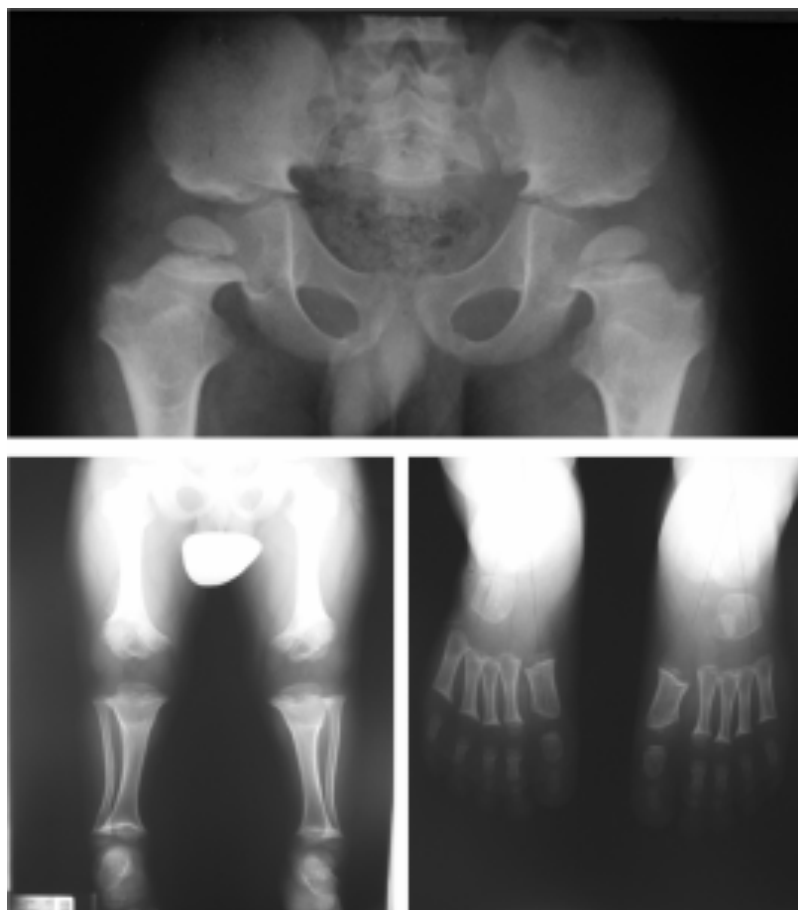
Fenotipo Radiológico de la Acondroplasia (Mutación FGFR3). Radiografías de pelvis, extremidades inferiores y pies que muestran las características clave de la displasia: acortamiento rizomélico (huesos largos cortos y anchos), alas ilíacas cortas y cuadradas (hipoplasia pélvica), y metáfisis irregulares, todo consistente con un fallo severo de la osificación endocondral.
